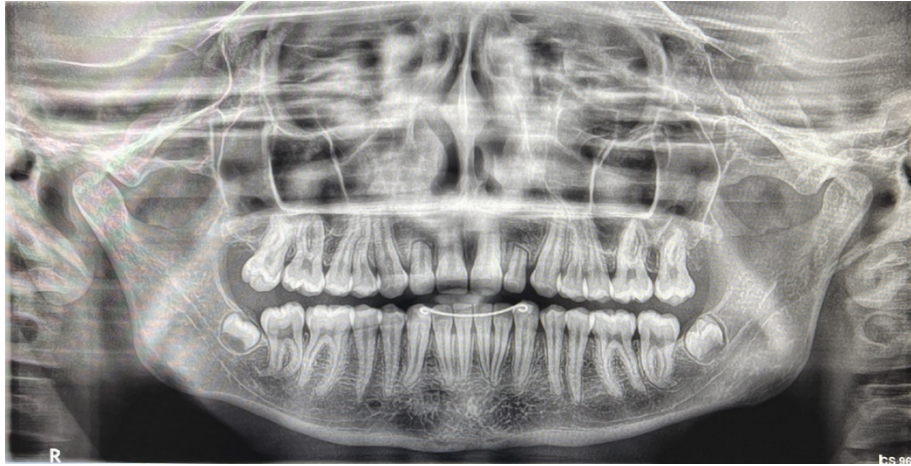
Radiographie panoramique d'une patiente présentant des résorptions radiculaires sur 12 et 22 liées au traitement orthodontique. (CP)
